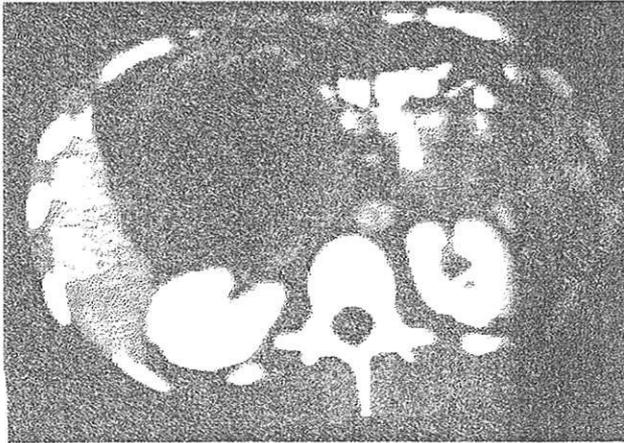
Tumeur pseudopapillaire et solide : TDM après injection :masse bien limitée,encapsulée contenant des zones solides et kystiques.
